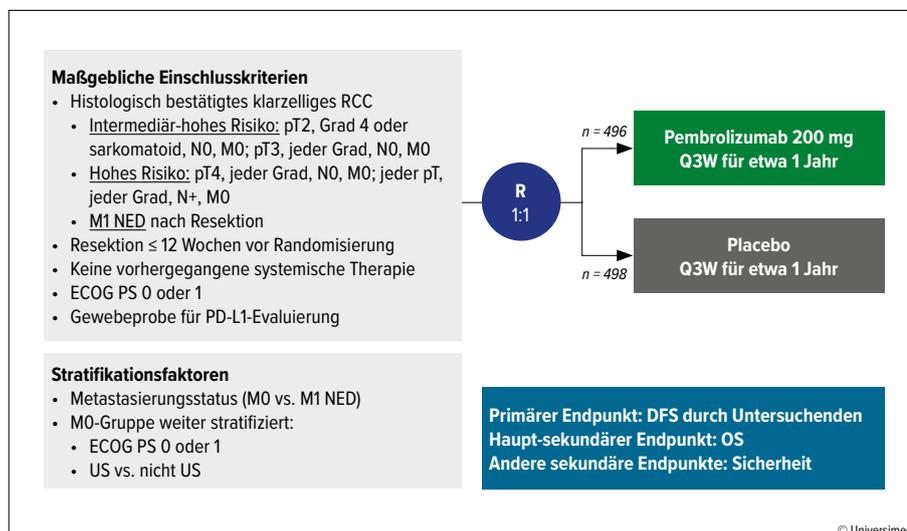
Studiendesign von KEYNOTE-564. Modifiziert nach Choueiri TK et al.²
